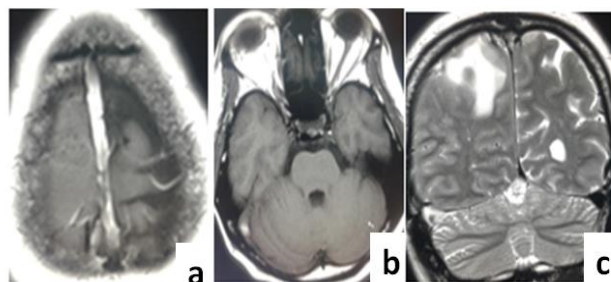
IRM cérébrale avec des coupes axiales en T1 (a, b) et coronale T2 (c). Coupes complémentaires de l'observation 2. Hypersignal spontané du sinus longitudinal supérieur (a, c) et du sinus transverse droit (b, c).
